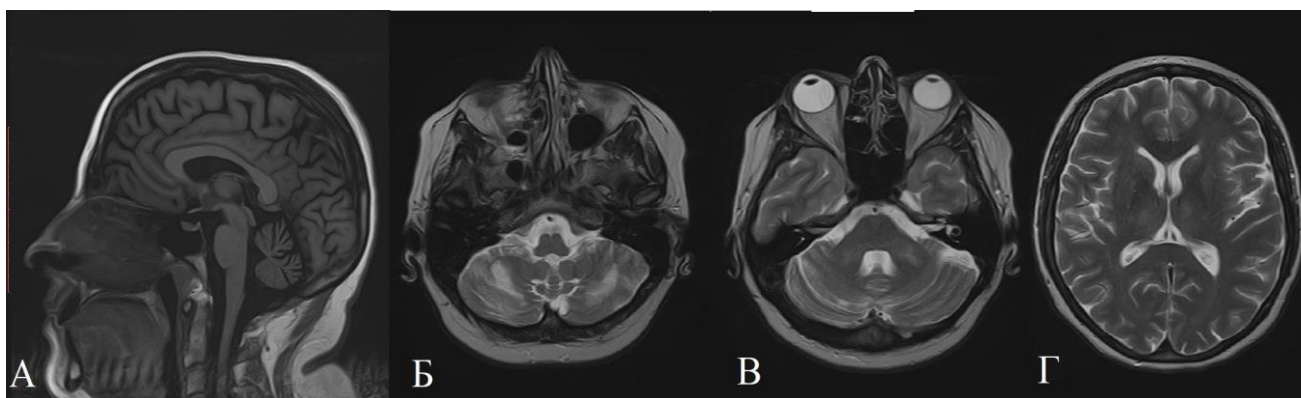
МРТ головного мозга пациентки *СНА*. А – Т1-ВИ, сагиттальный срез: атрофия червя мозжечка. Б, В, Г – Т2-ВИ, аксиальный срез: гиперинтенсивные симметричные участки в полушариях мозжечка (Б), средних мозжечковых ножках (В), таламусе (Г) с обеих сторон.
